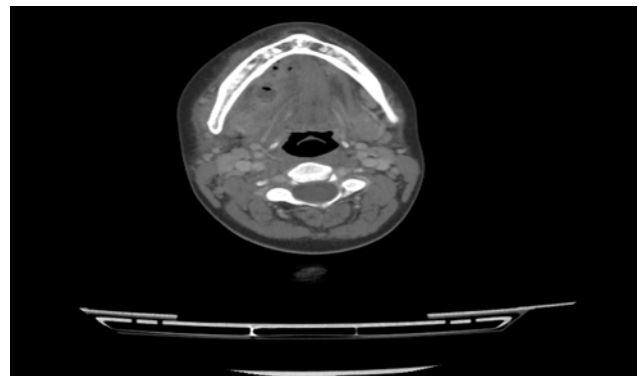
Axial contrast-enhanced CT image. An abscess (ar-row) extending from right retromolar cavity to the base of the mouth and to the submandibular area with peripheral enhancement.
